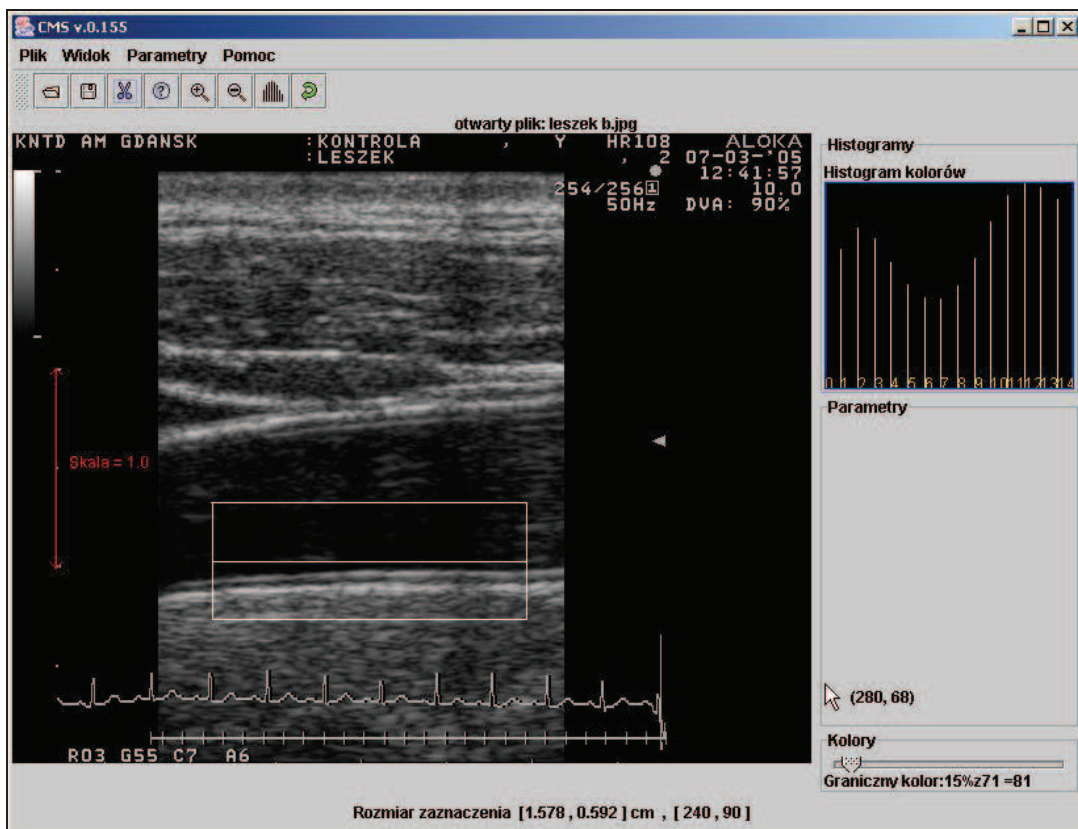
Ultrasonograficzny obraz kompleksu śródbłonek-błona środkowa
